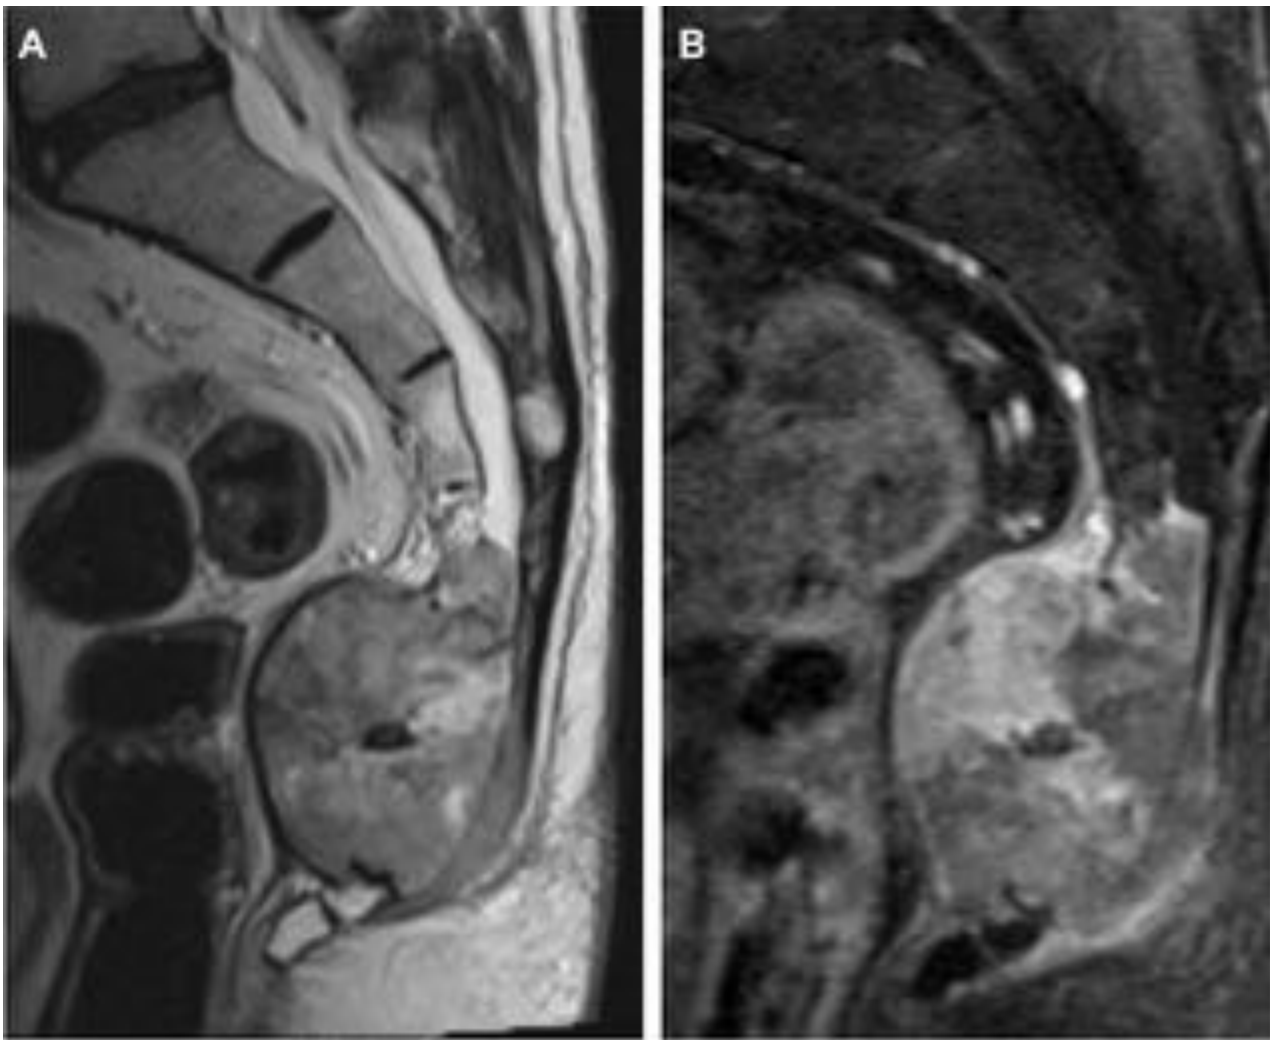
RM. Cortes sagitales en secuencias potenciadas en T2 (A) y T1 con supresión grasa (B). Masa sacra en S4 y S5, centrada en la línea media, de carácter destructivo, insuflante, con extensión a las partes blandas presacras. Tiene una señal hiperintensa, heterogénea en T2, con captación intensa, irregular, del contraste endovenoso. Se observa también infiltración del canal raquídeo sacro.
